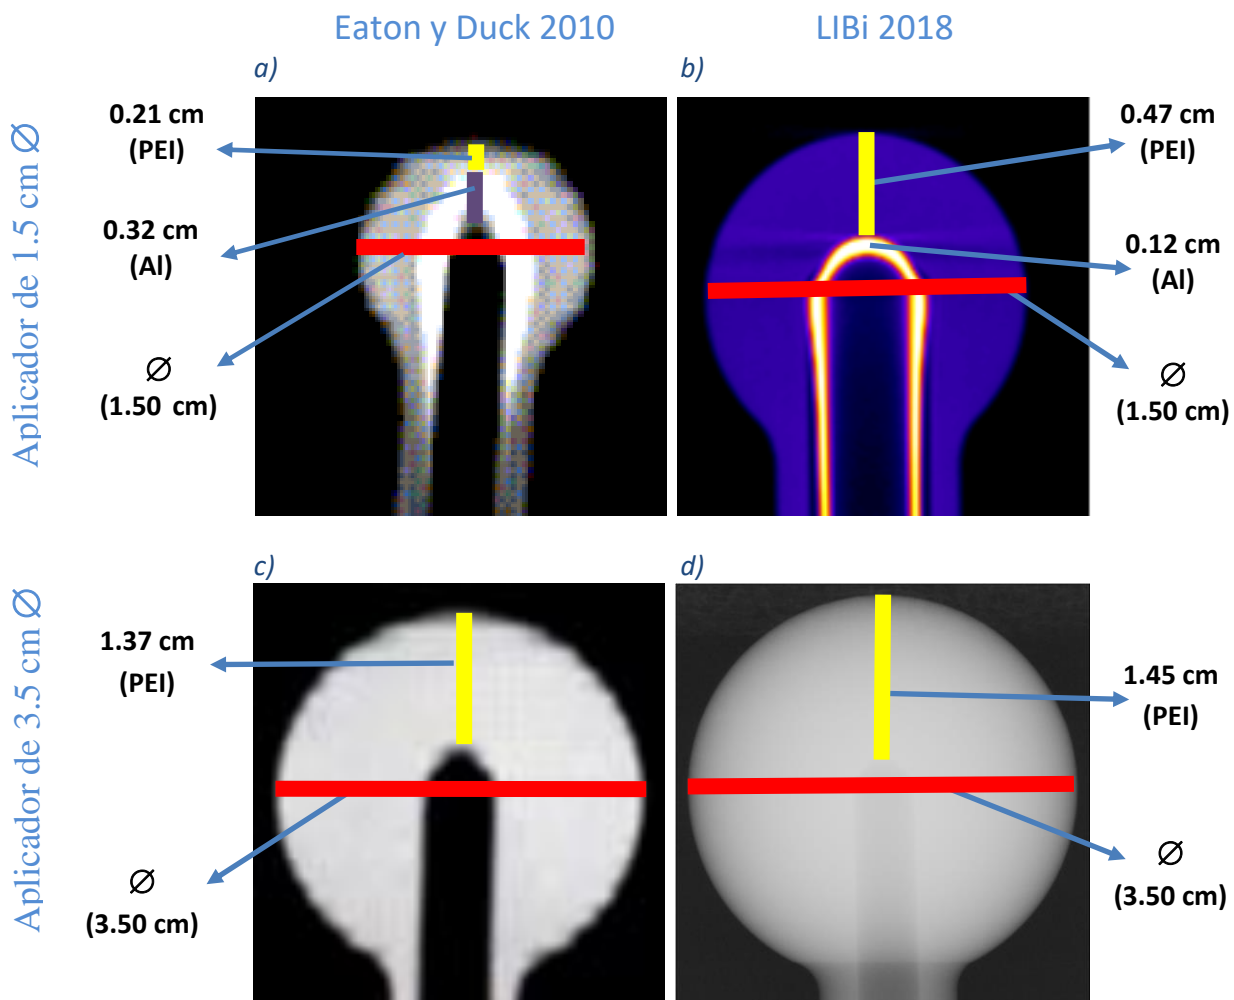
a) Tomografía del aplicador de 1.5 cm de diámetro publicada por Eaton y Duck 2010, b) Microtomografía del aplicador de 1.5 cm tomada en el LIBi, IFUNAM, c) Tomografía del aplicador de 3.5 cm de diámetro publicada por Eaton y Duck 2010, d) Radiografía del aplicador de 3.5 cm tomada en el LIBi, IFUNAM. En estas imágenes se pueden apreciar los espesores de aluminio y polieterimida.
